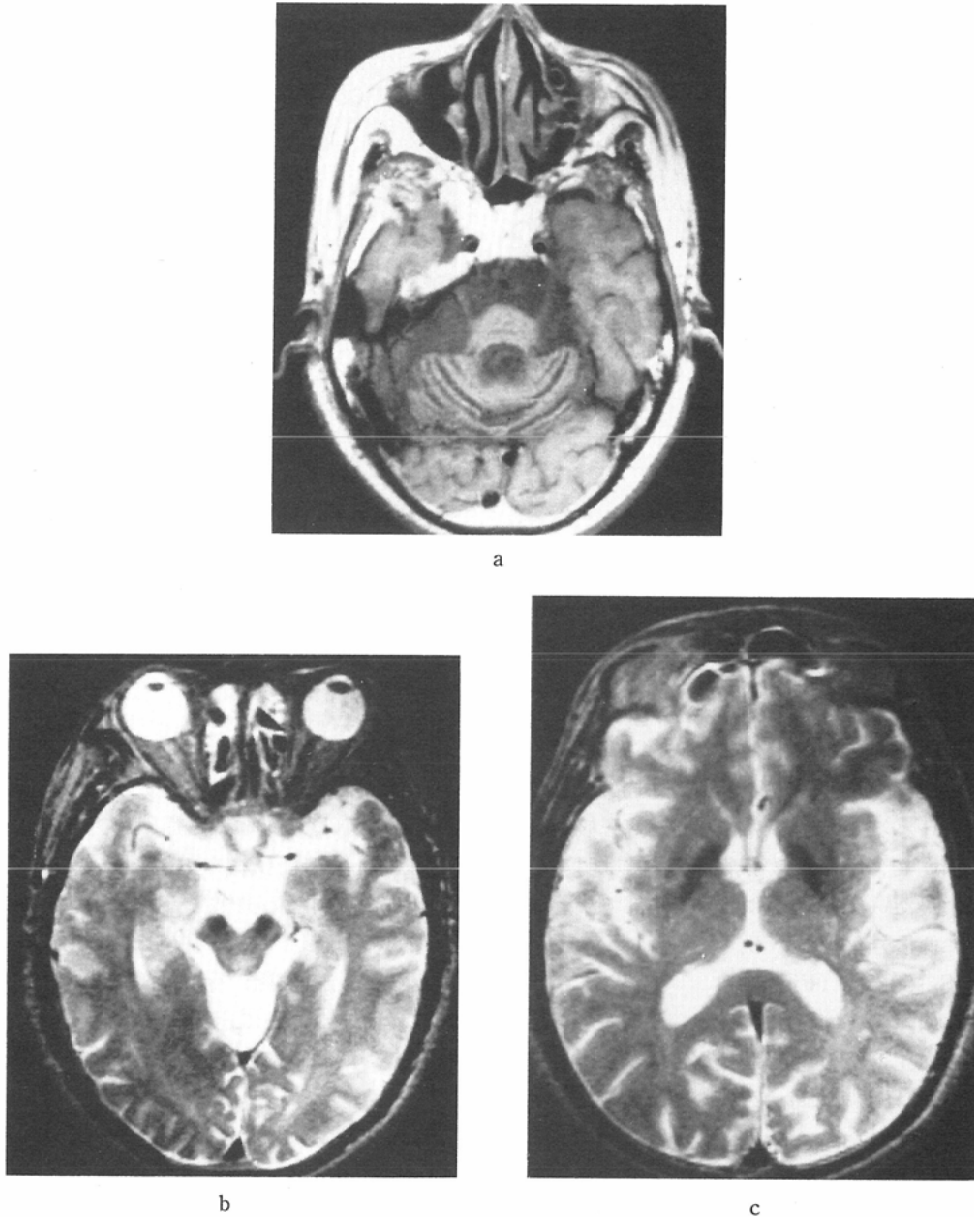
OPCA, 58-year-old male. a. T1-weighted image (SE 500/30). Marked atrophy of the brain stem and cerebellum is noted. b and c. T2-weighted images (SE 2500/100). The RN and pars reticulata of the SN are not separated due to decreased intensity of the pars compacta of the SN (b). Intensity of the putamen appears unremarkable.
